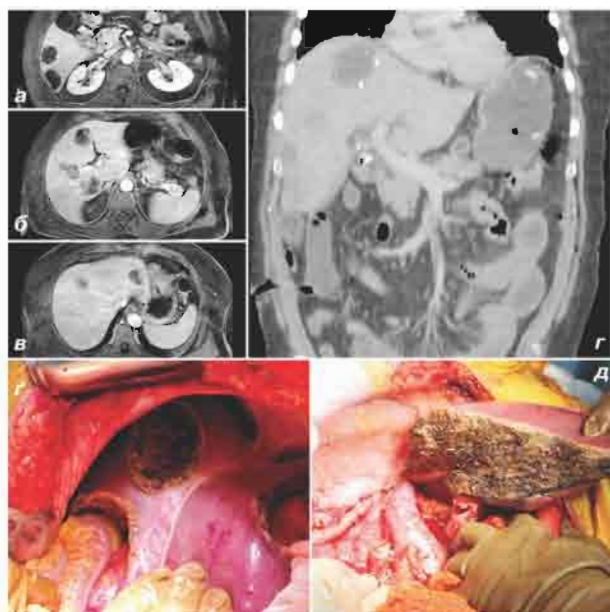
Клінічний випадок хворого на мКРР із білобарним синхронним метастатичним ураженням печінки (вигляд операційного поля та дані КТ/МРТ). Успішно виконана хірургічна стратегія ДЕР: *a, б, в* — на аксіальних сканах МРТ зображено локалізацію основних метастатичних вогнищ в печінці; *г* — дані КТ хворого на 6-ту добу з моменту видалення 4 метастазів у лівій частці печінки та лігування правої гілки портальної вени; *г* — вигляд операційного поля першого етапу ДЕР; *д* — вигляд операційного поля другого етапу ДЕР — виконана правобічна гемігепатектомія
